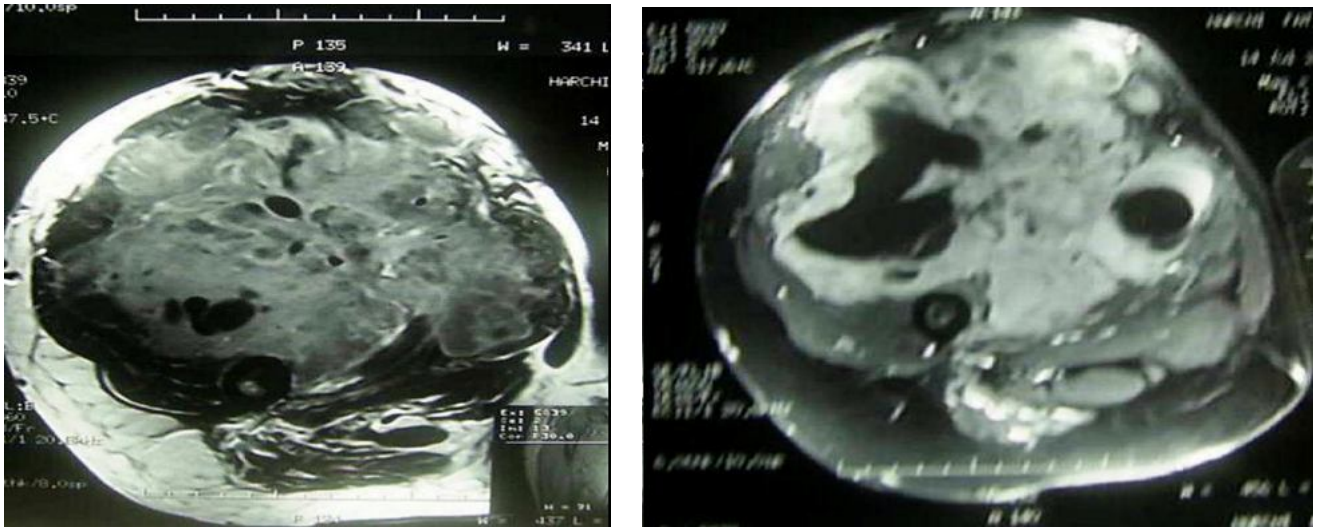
Images IRM montrant une masse hétérogène avec des zones d'hyposignal et d'hypersignal en T1 et T2.
